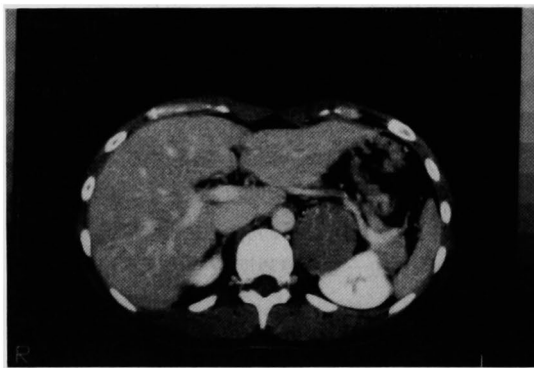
腹部CT：臍後面，腎上極に径5cm大の腫瘍を認める。
